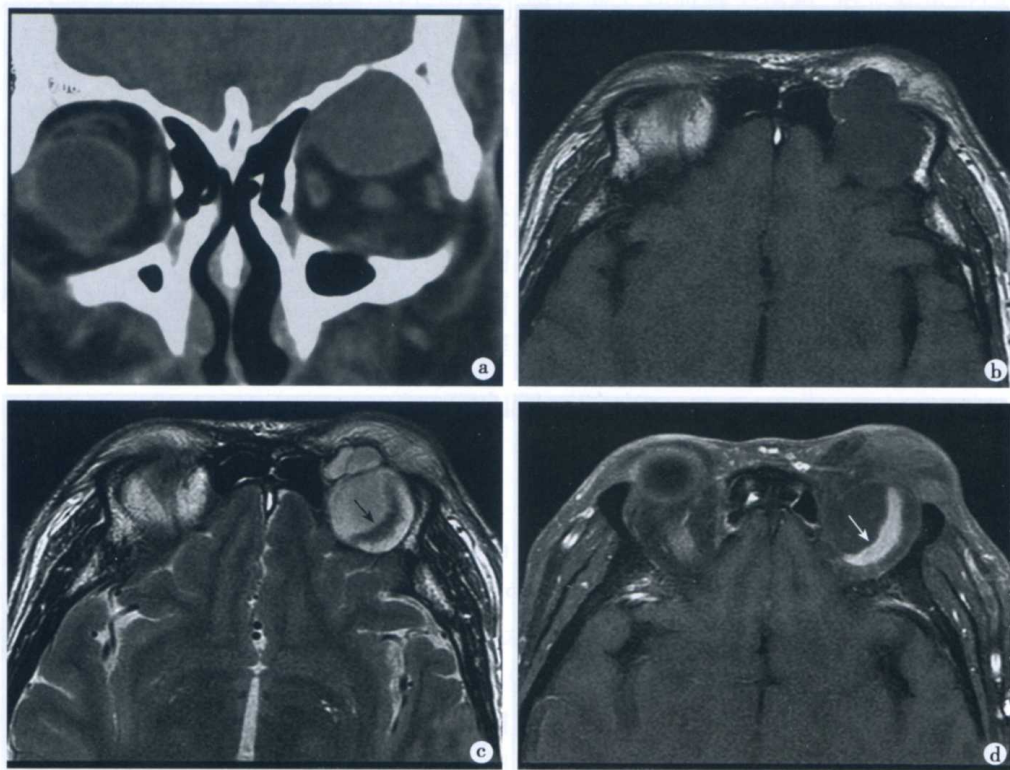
左侧神经鞘瘤 CT 和 MRI 表现
